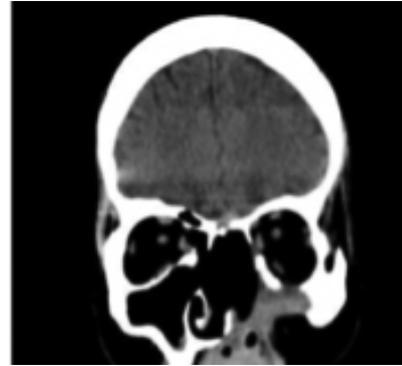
TAC de senos paranasales, después de 1 año de tratamiento, en la que se aprecian los cambios posquirúrgicos. (Nota: fuente de la imagen) Dra Marcela Marulanda.
